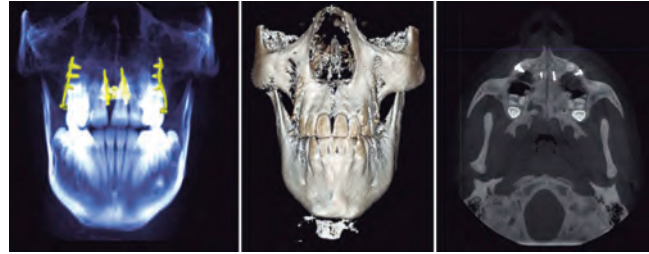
Cone beam postexpansión.
